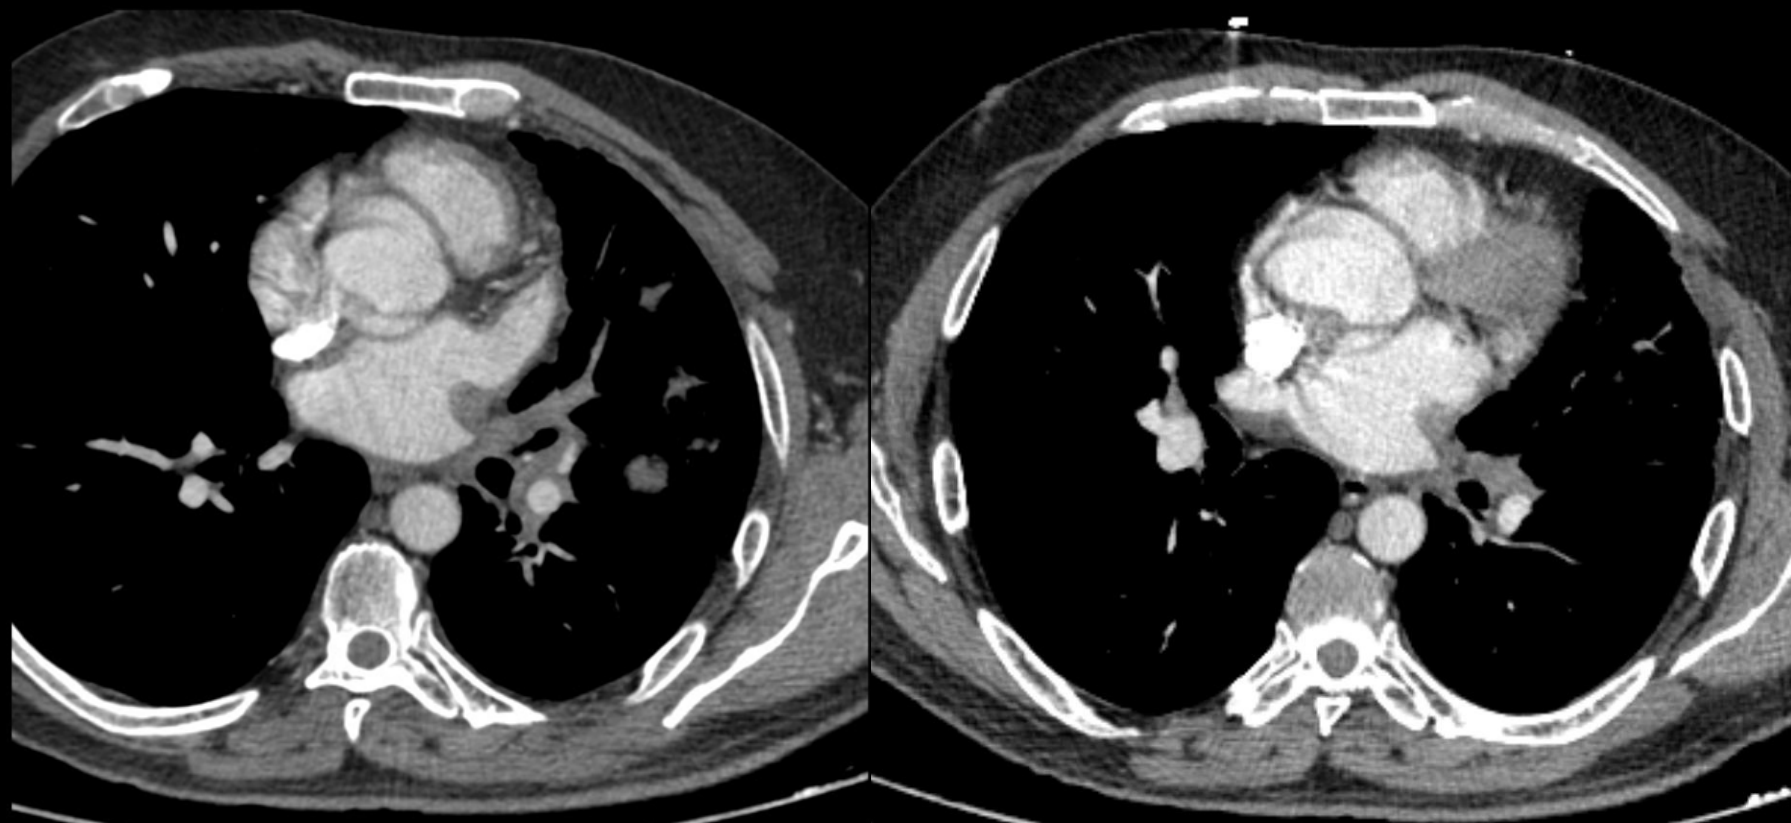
Agio-TC de arterias pulmonares, cortes axiales oblicuos con ventana de mediastino.
